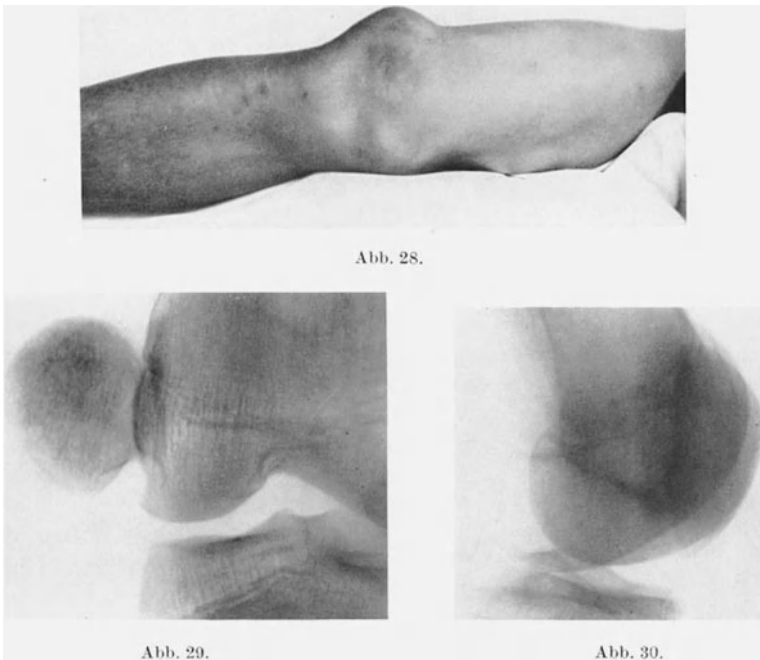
30 (K. L. ♂ 15 Jahre, B 4711). Lichtbild und Röntgenaufnahmen einer frischen lateralen vollständigen Kniescheibenluxation durch Motorradsturz.
